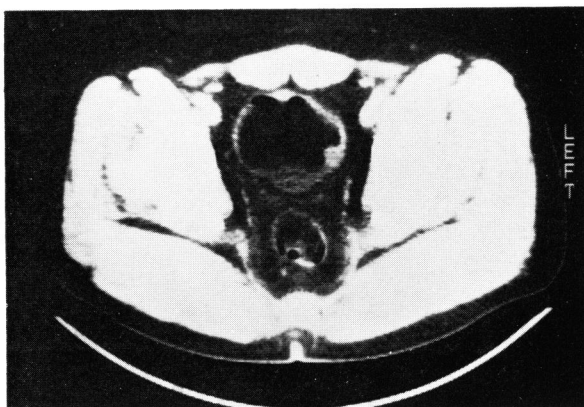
CT scan shows tumor shadow in the lateral wall
